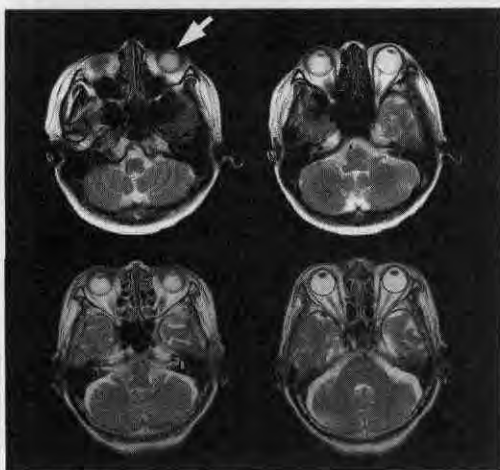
Axial MR images of the brain obtained with 3PLM and those obtained with SPLM were reviewed to evaluate the symmetry or asymmetry of MR images with reference to the orbit.(a,b) Unacceptable(evaluate the asymmetry)(arrow).(c,d) Acceptable(evaluate the symmetry).
